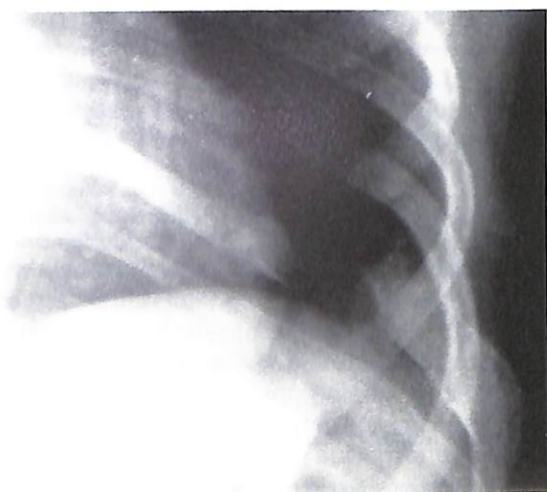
Radiografía simple. Se aprecia en el gigantismo de la octava costilla izquierda, con agrandamiento y deformidad en toda su extensión. Agrandamiento de la cabeza costal, con excavación de la pared lateral izquierda del cuerpo vertebral metamérico. Masa de partes blandas de densidad grasa con foco hiperostótico en la cortical superior adyacente. Ensanchamiento del espacio intercostal superior y estrechamiento del inferior, con moderada anomalía del segmento medio de la novena costilla.
